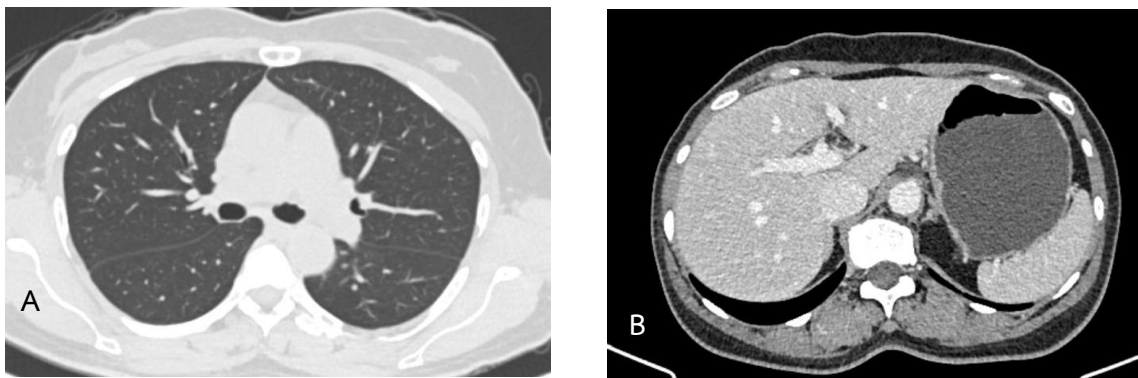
(A and B): CT imaging of the chest and abdomen demonstrates no evidence of regional or distant metastasis.
